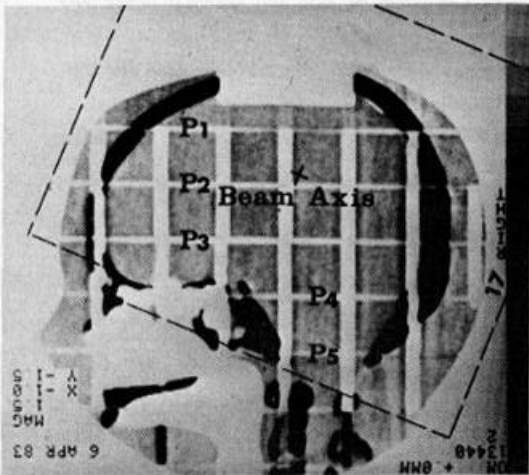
CT image of midsagittal plane of Humanoid phantom.
